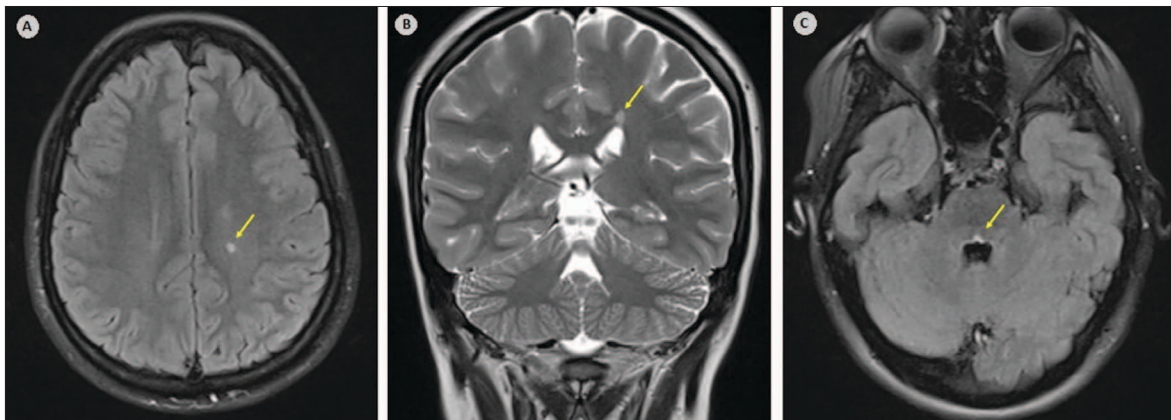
Achados da ressonância magnética (RM) cerebral do caso 1
